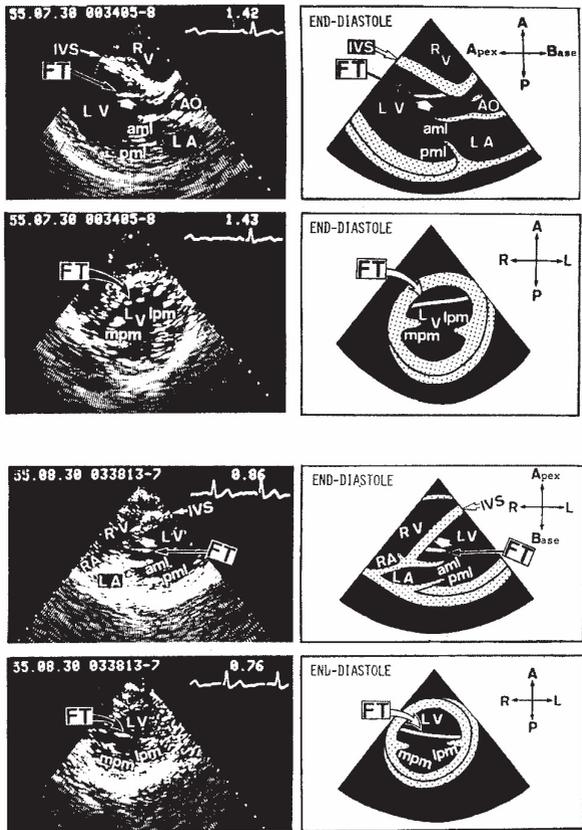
Примеры эхокардиографической картины аномально расположенной хорды (FT) левого желудочка
